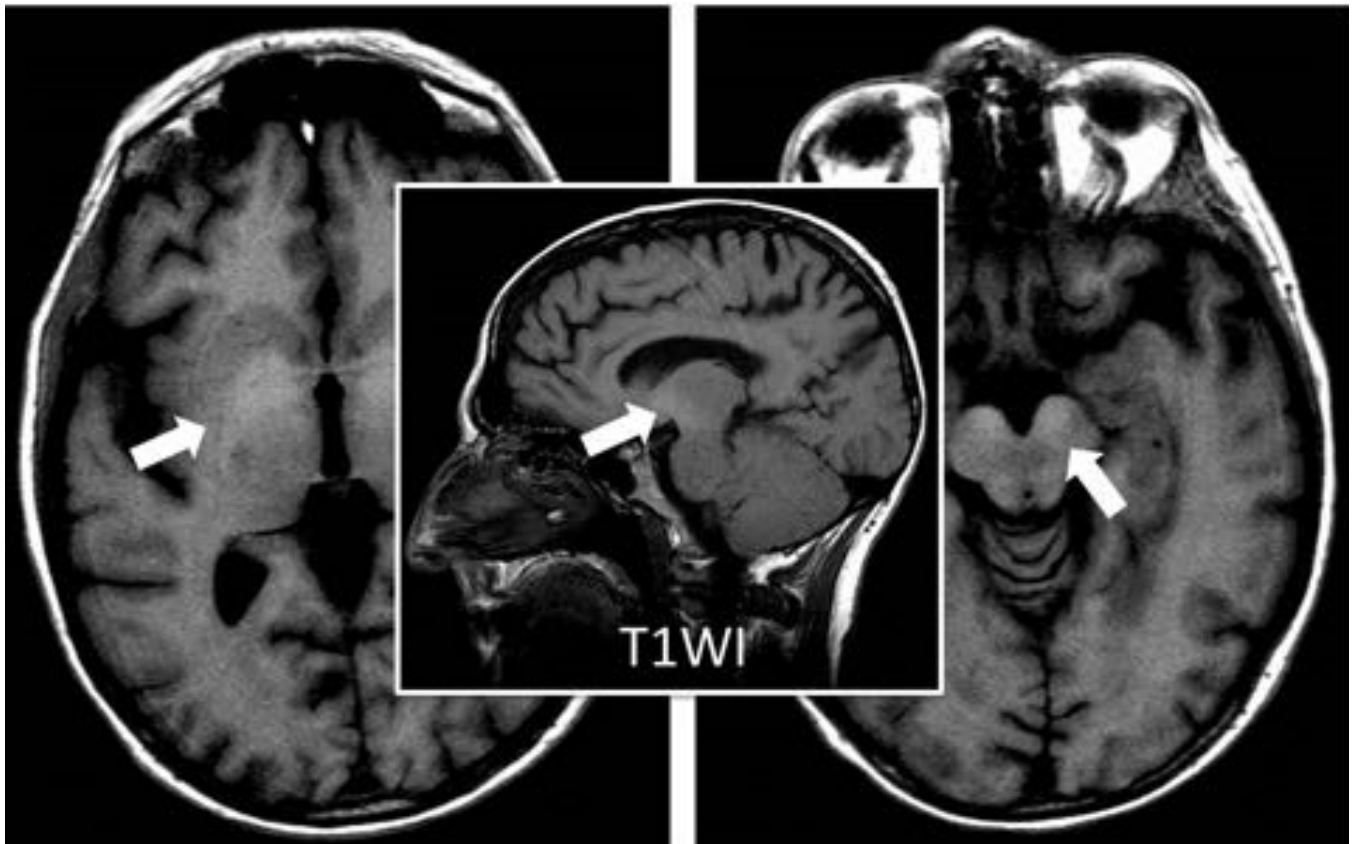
Paciente varón de 37 años con encefalitis herpética subaguda. RM de control tras un mes de evolución. Se observa la resolución de la afectación inflamatoria de los ganglios basales y una hemorragia subaguda bilateral en tálamos, que muestra el comportamiento típico de la sangre en fase
